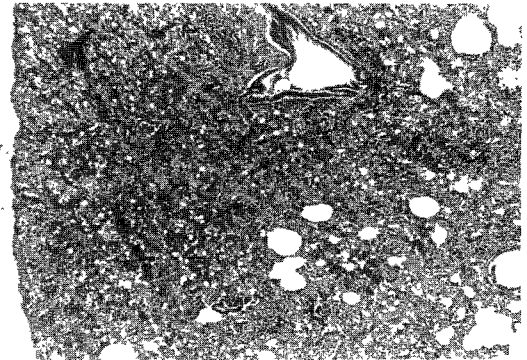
X-ray 20 Gy and Cis-DDP(H-E, $\times 16$) : Marked edema and hemorrhage in alveolar spaces and degeneration of alveolar septae are noted.
